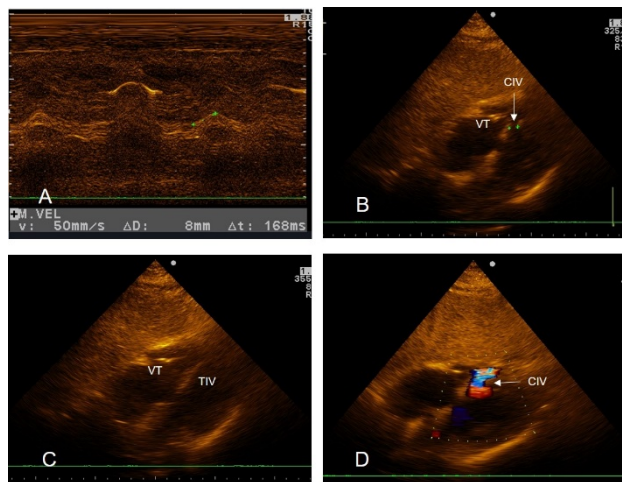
A: Medición de la excursión sistólica del anillo tricúspideo (TAPSE): 8mm. B: Vista subcostal de cuatro cámaras donde se observa ruptura del SIV posterior, desplazamiento del SIV hacia la derecha durante la sístole. C: Vista subcostal cuatro cámaras que muestra el desplazamiento del SIV hacia la izquierda en la diástole, haciendo poco evidente la CIV. D: Vista subcostal de cuatro cámaras que evidencia por Doppler Color el paso de flujo a través de la CIV. (CIV: Comunicación interventricular, VM: Válvula mitral, VT: Válvula tricúspide.
